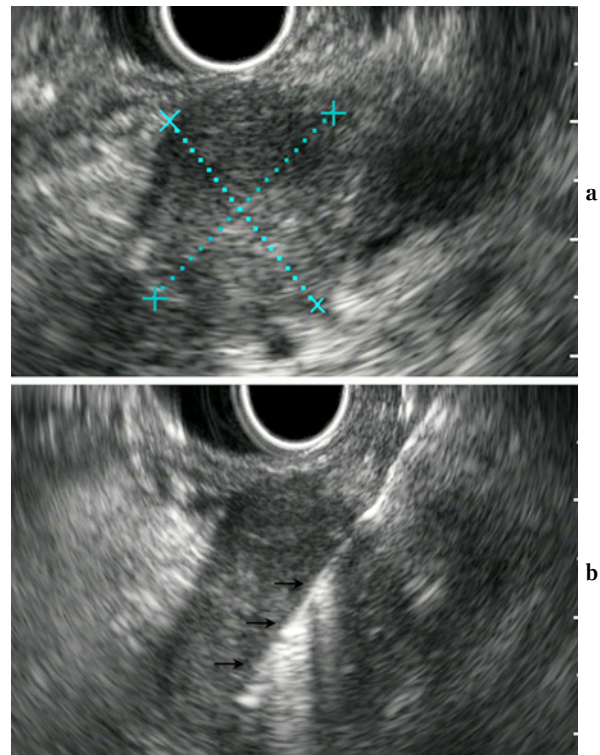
a. An echogram showed a 22-mm hypoechoic solid tumor in the pancreatic head. b. Endoscopic ultrasound-guided fine needle (arrows) aspiration (EUS-FNA) of the pancreatic tumor was performed.
